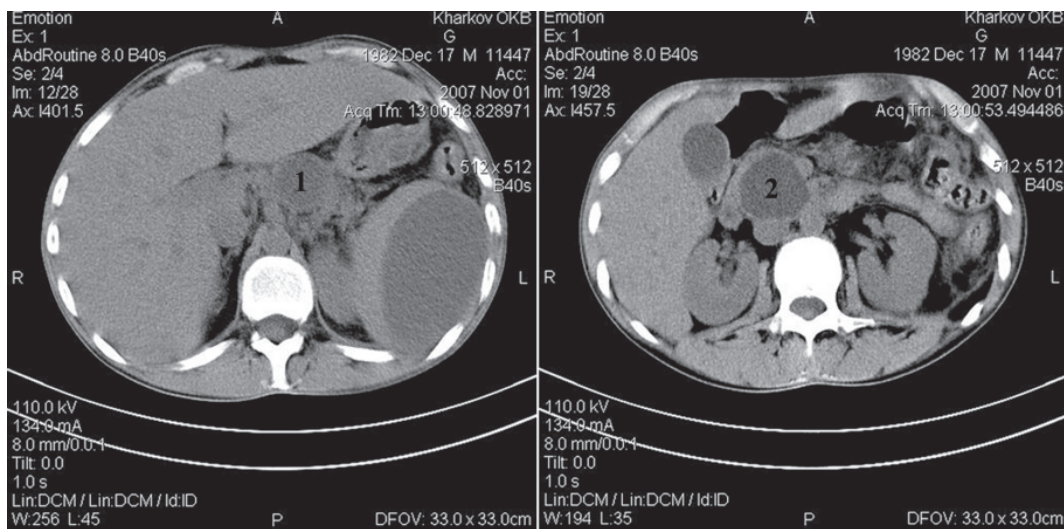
Спиральная компьютерная томография больного Г. с хроническим панкреатитом, псевдокисты тела (1) и головки (2) поджелудочной железы
